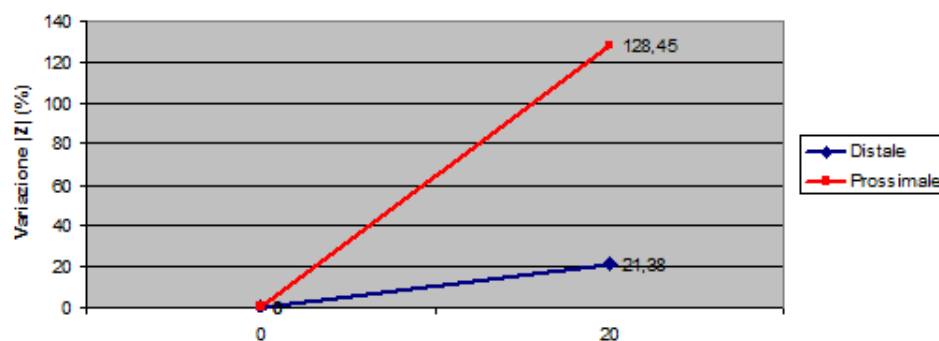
variazione percentuale di $|Z|$ fra impianto ed espianto misurate dall'impedenziometro BT impiantabile.
